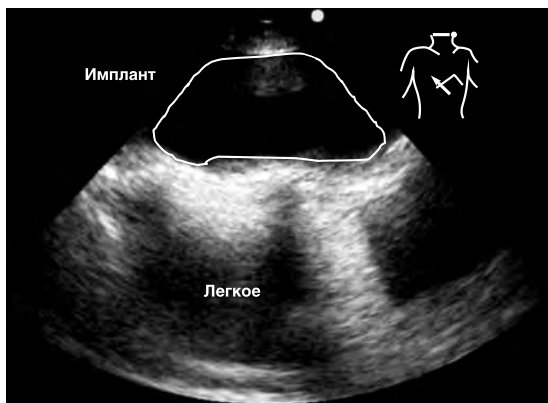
Имплант молочной железы, затрудняющий визуализацию легких у больной при УЗИ.
